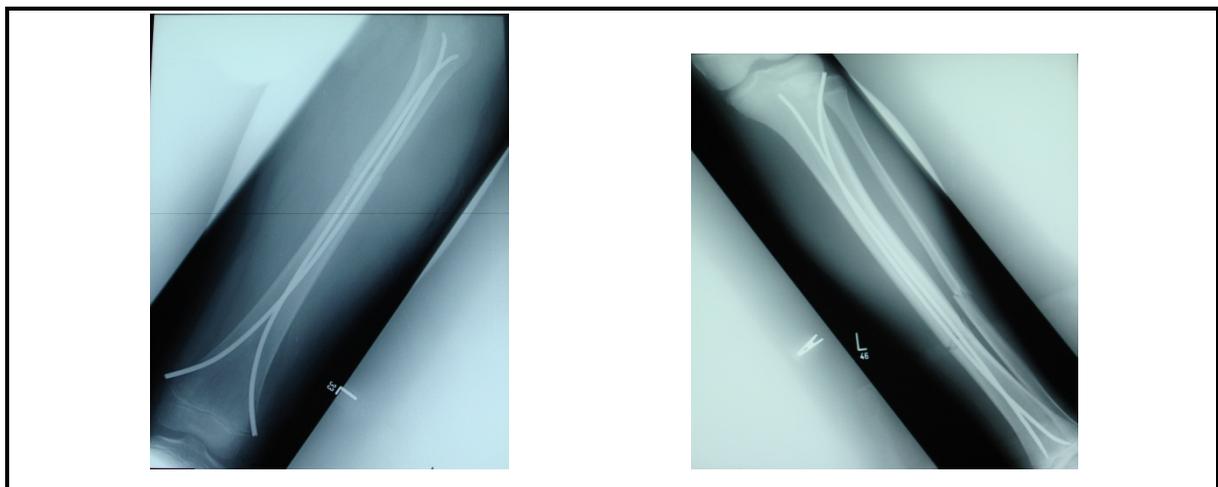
a+b: Röntgenaufnahme ESIN (links: Femur, rechts: Tibia)
